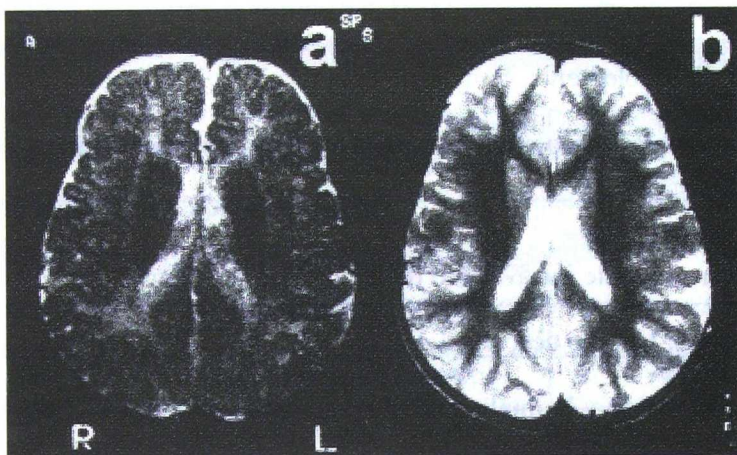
RM potenciada en T2 en una paciente con enfermedad de Refsum infantil (caso n° 3), a los 5 meses y medio (a), antes de iniciar el tratamiento con DHA-EE, y a los 3 años de edad (b). Aunque la primera exploración es difícil de valorar, debido a la escasa edad de la paciente, en la segunda RM la mielinización es totalmente normal.
